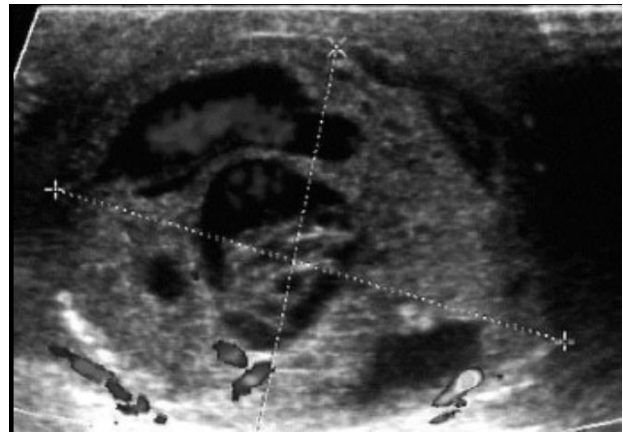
Ecografía testicular (teratocarcinoma). Áreas quísticas.
